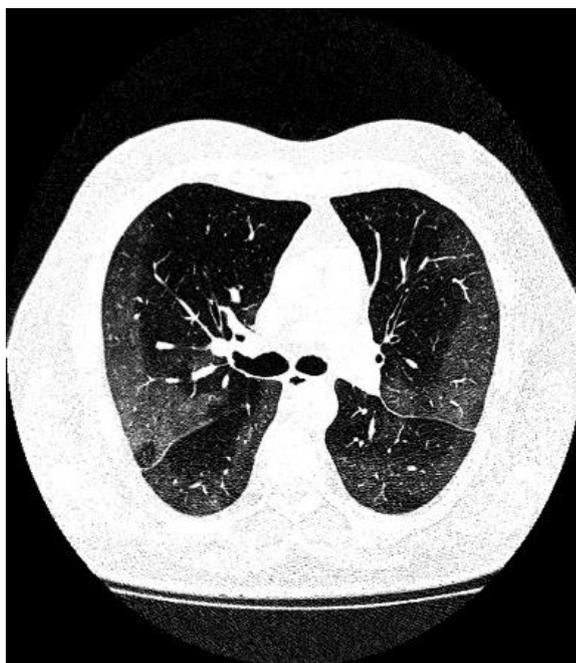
Компьютерная томограмма органов грудной клетки пациента В., 52 лет. Определяется инфильтрация легочной ткани, соответствующая объему поражения «КТ2»
